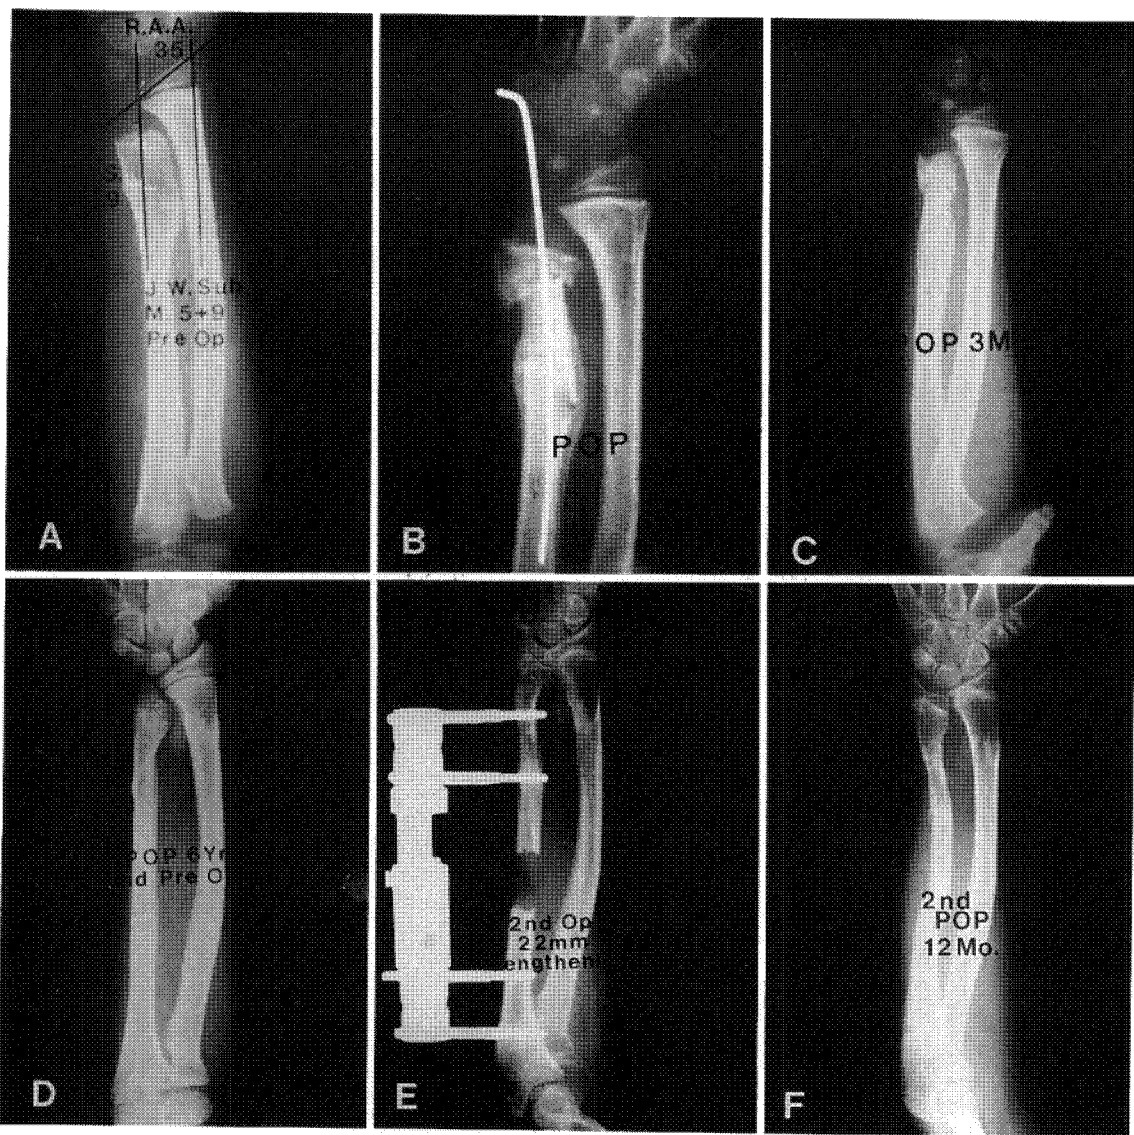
A) Preop. radiograph showing a hypoplastic ulna with a large distal ulnar osteochondroma
